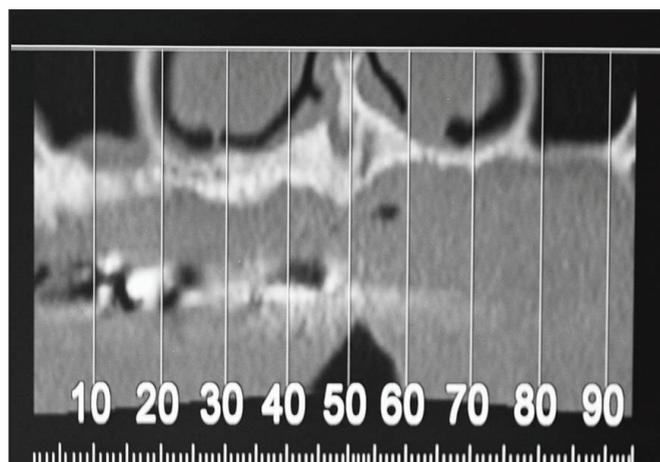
Tomografia axial computadorizada maxilar, corte frontal
